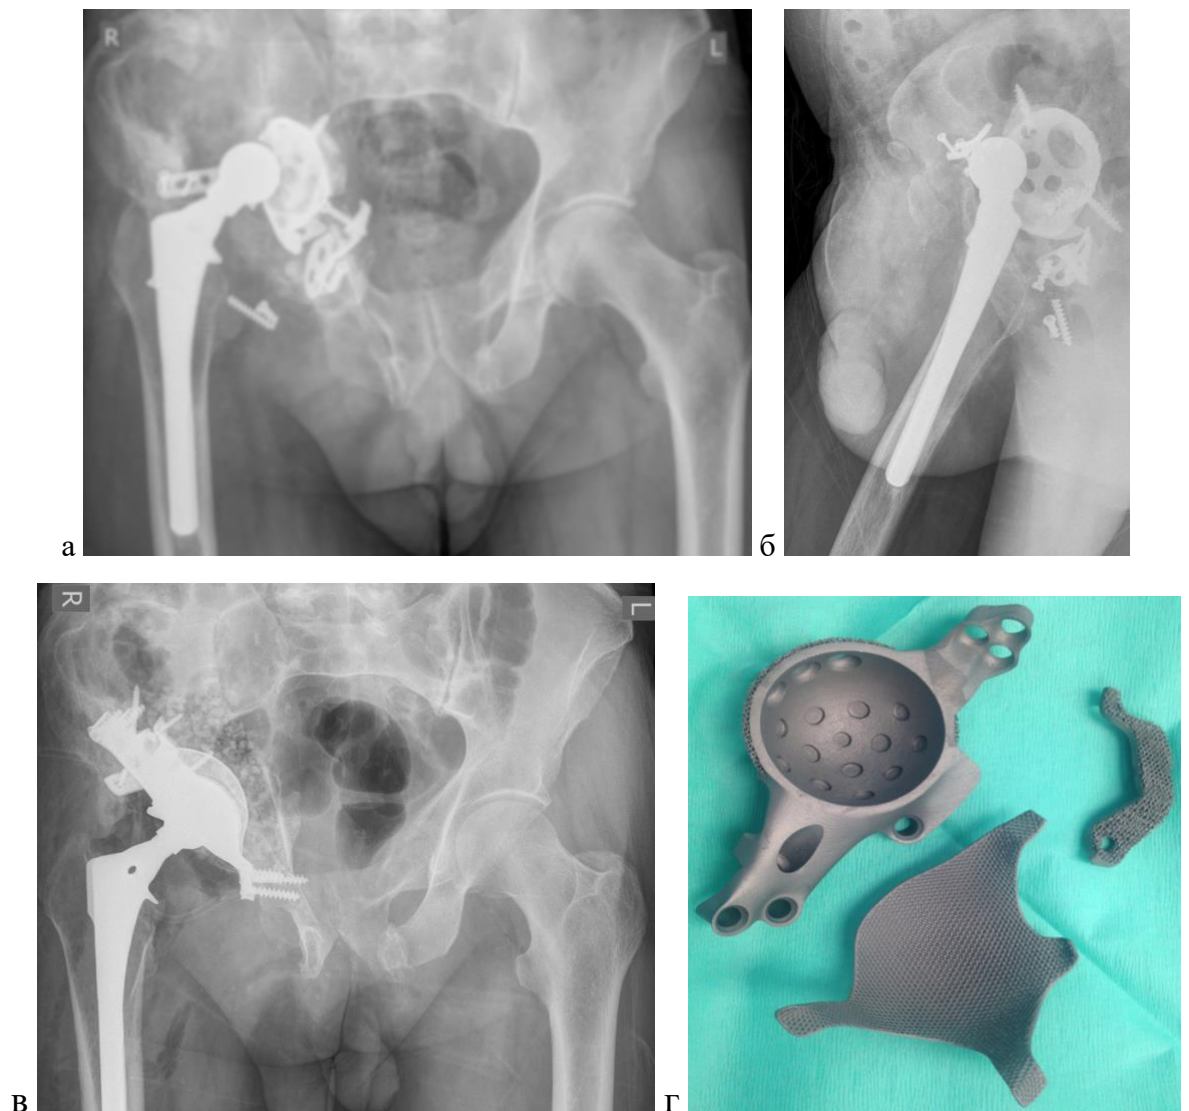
Рентгенограммы больного Г, 59 лет. а)б) до операции в) сразу после операции г) изображение индивидуально изготовленного имплантата и индивидуальной сетки д) через 2 года после операции.
